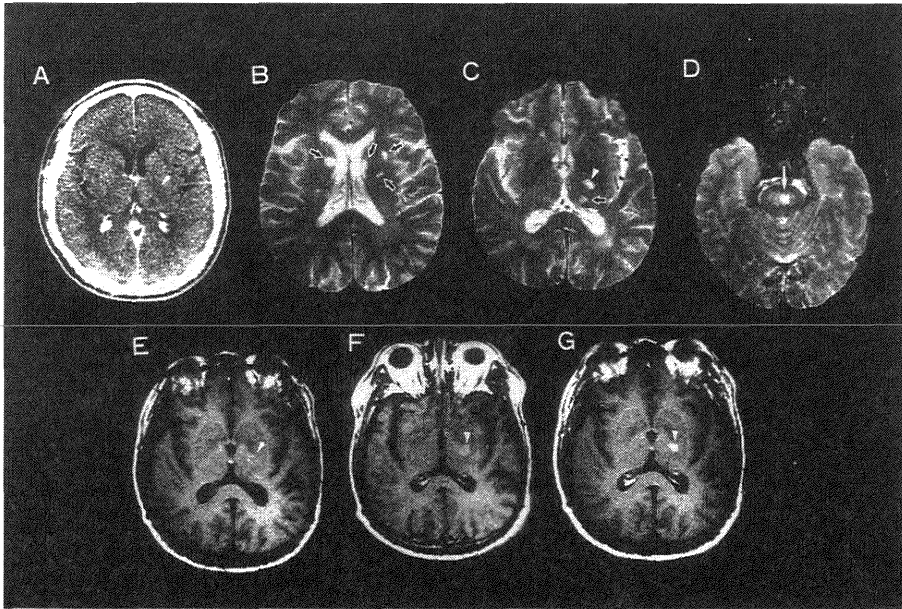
上段は第21病日の造影 CT (A) と T2w 画像 (B~D). MRI にて左内包と橋底部をふくむ多数の HIA (矢印) を認めるが, 造影 CT ではいずれの部位も enhance されない.
